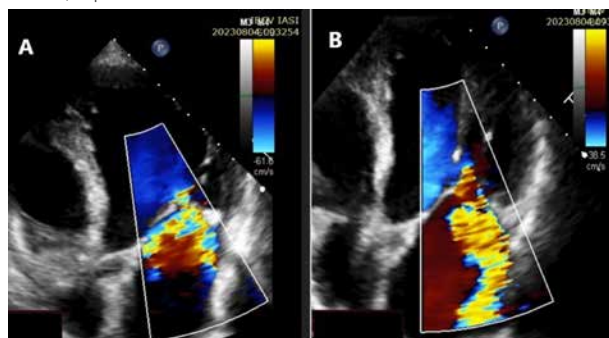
Ecocardiografie transtoracică Doppler Color: regurgitare
